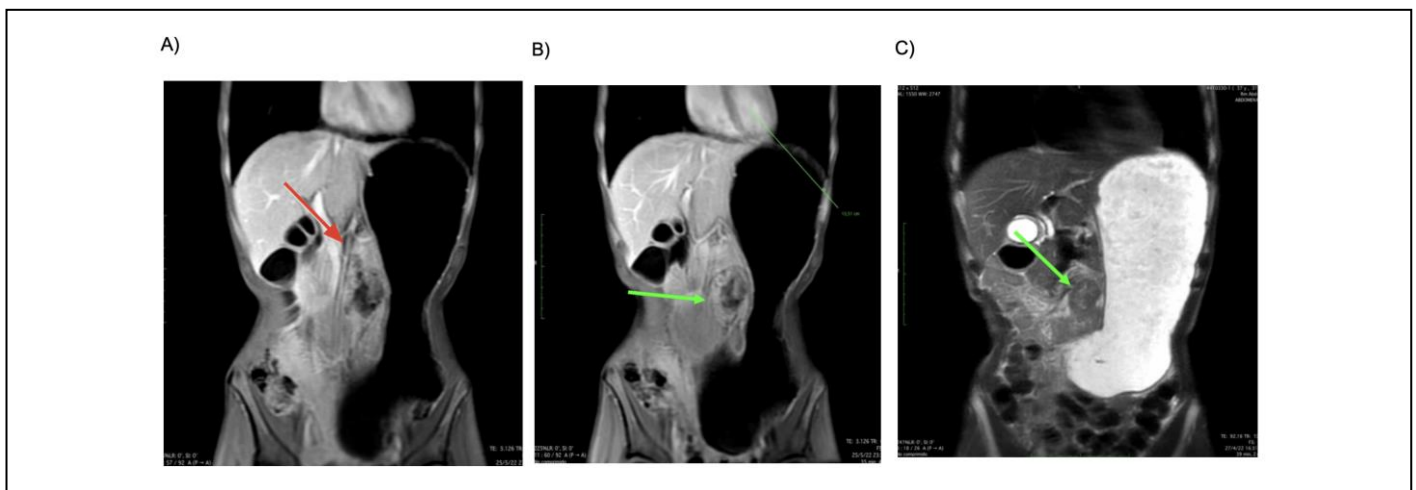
Enterorresonancia más resonancia de abdomen. Corte coronal (A,B,C) que evidencia la AMS, posterior a la misma se objetiva una lesión vegetante, heterogénea, se puede observar además la gran distensión gástrica (estómago en palangana). Flecha roja: AMS. Flecha verde: lesión duodenal.
